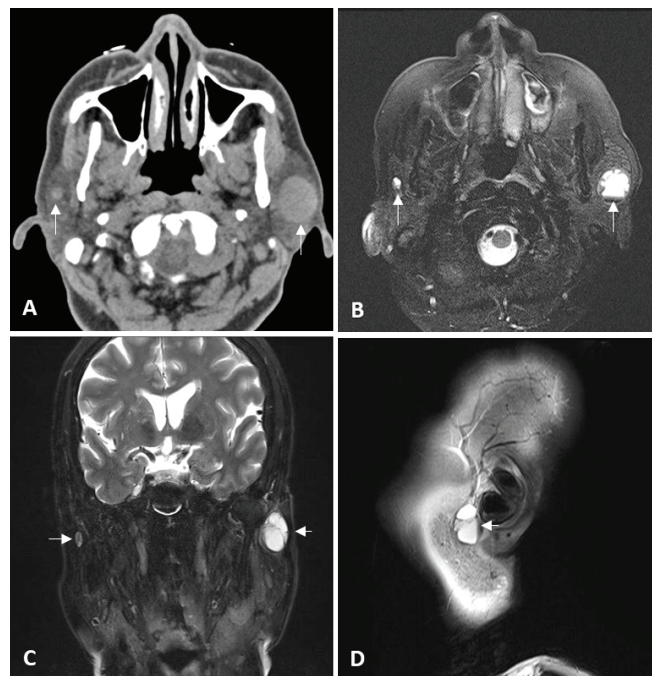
A. Axial computed tomographic image shows contrast enhancement in both parotid glands. B. Axial magnetic resonance image (MRI) image shows contrast enhancement in both parotid glands. C. Coronal MRI image shows contrast enhancement in both parotid glands. A-C. The left and right arrows indicate the lesions on the left and right sides, respectively, showing a difference in size. D. Sagittal MRI image shows contrast enhancement in the left parotid gland.
